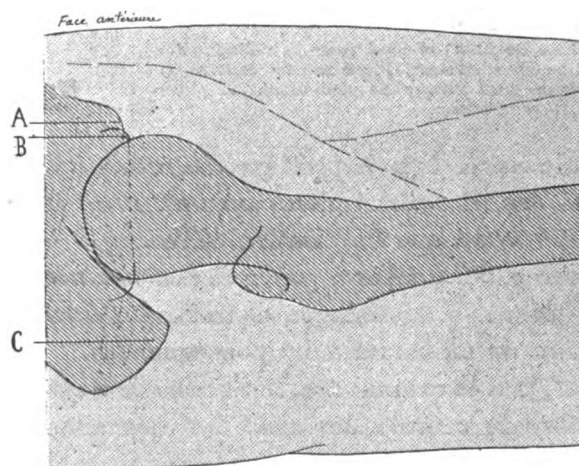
Radiographie de profil d'une hanche normale. A. Crête iliaque. — B. Sourcil cotyloïdien. — C. Ischion.
